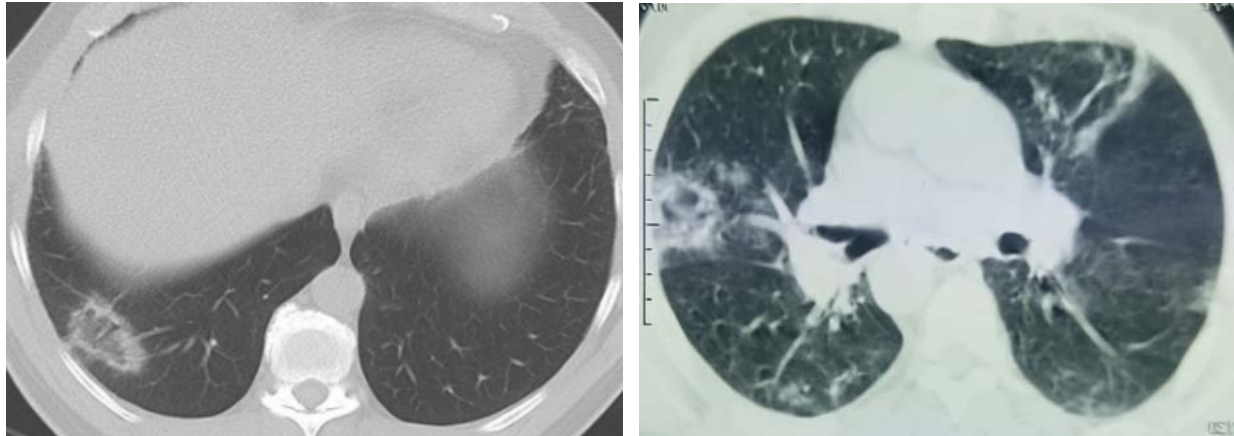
Aspect TDM thoracique du halo inversé
